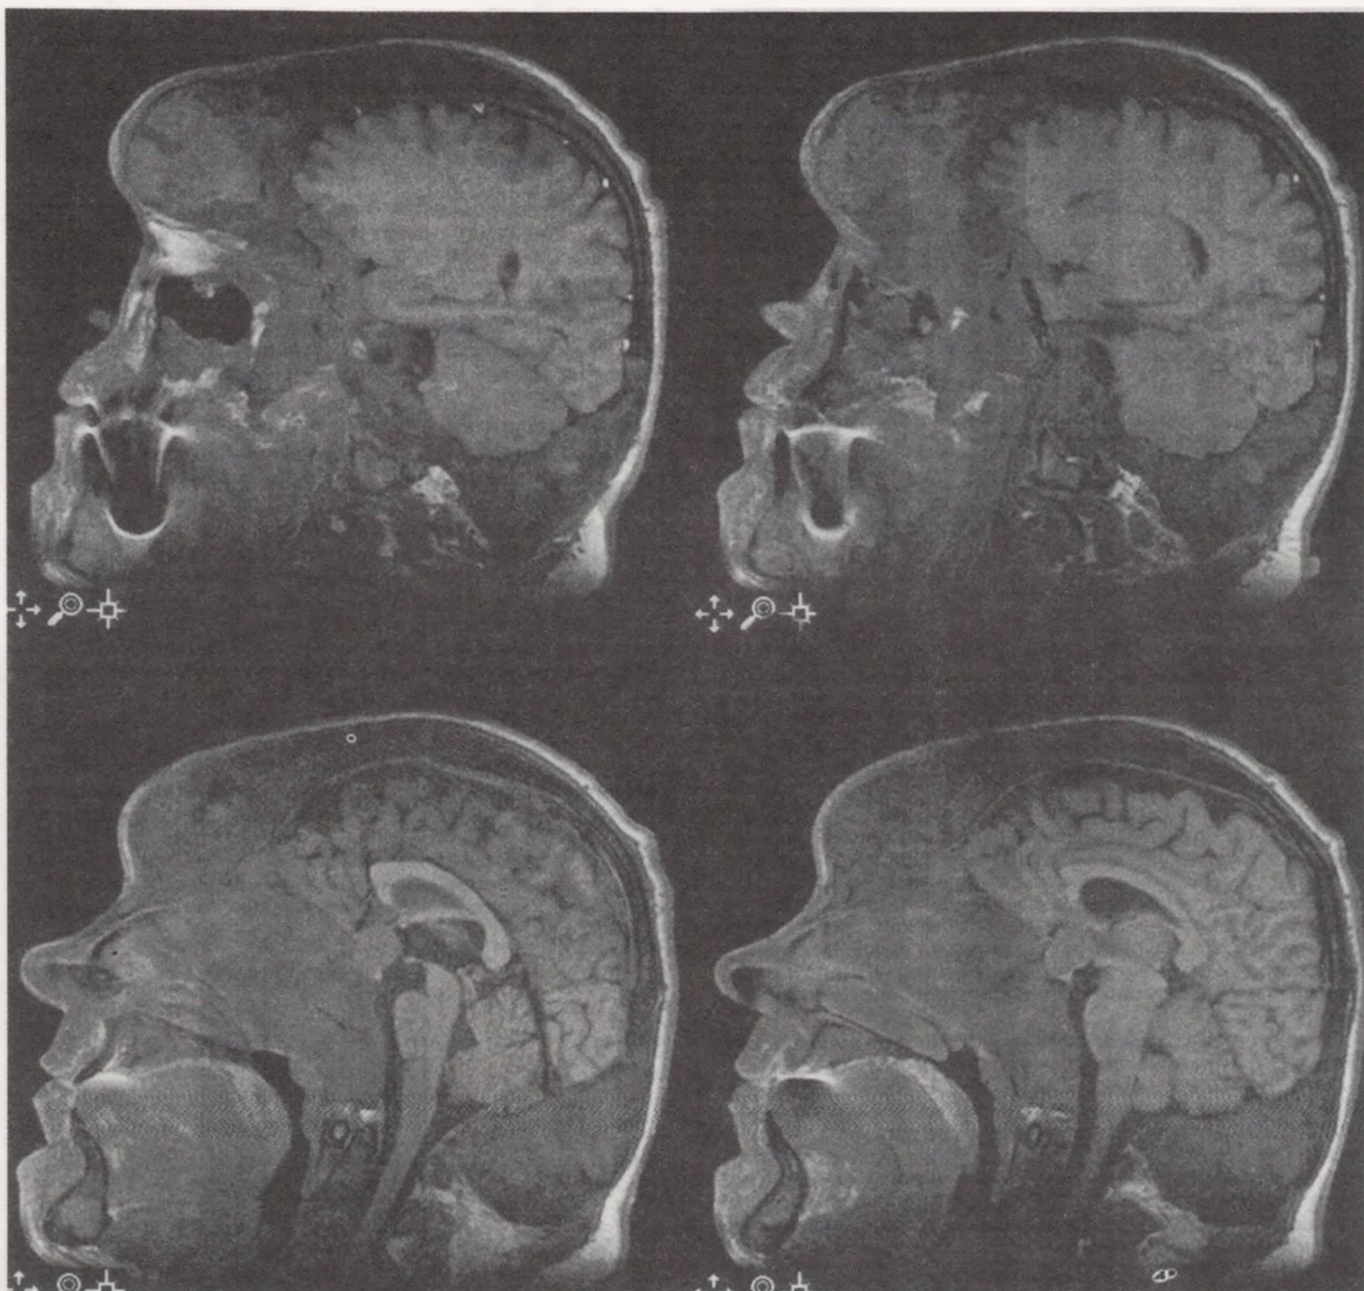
МРТ головного мозга больного Д.
